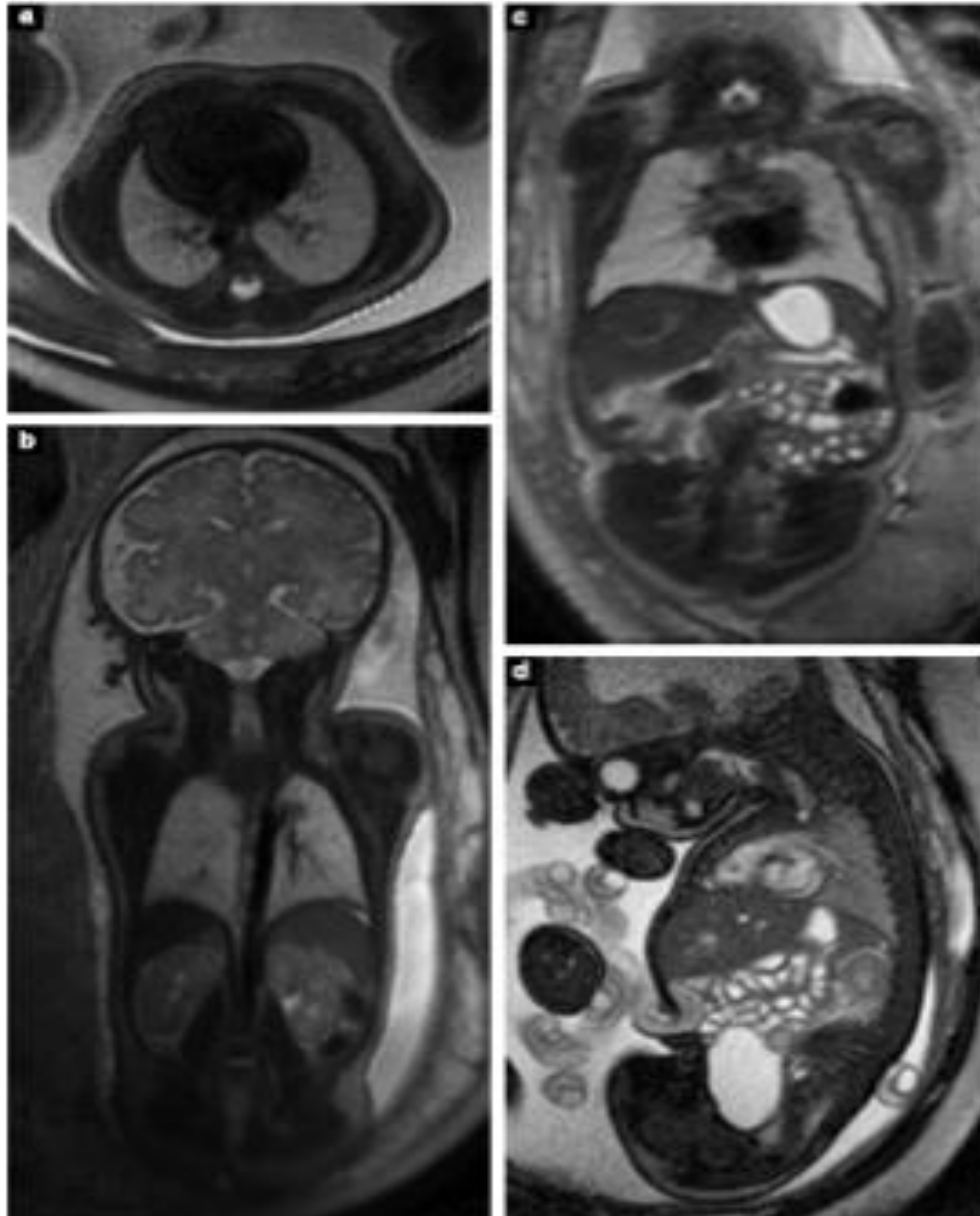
RM de tórax fetal normal (a, b) y abdomen (c, d). (a) Corte axial con RM ponderada en T2 de un feto de 34.2 semanas, mostrando una conformación torácica normal y pulmones con señales regulares ajustadas por edad. (b) sección coronal a las 35.3 semanas mostrando adicionalmente partes del hígado, riñones y glándulas adrenales del lado derecho. (c) Corte coronal de RM ponderada en T2 en un feto de 32.2 semanas mostrando el estómago lleno de líquido y asas intestinales.; (d) secuencias de precesión libre en estado estacionario en cortes sagitales de un feto de 35.6 semanas mostrando adicionalmente la imagen de la vejiga llena de líquido. Nótese la hiperintensidad del corazón en (d), en contraste con la imagen ponderada en T2 (c)
